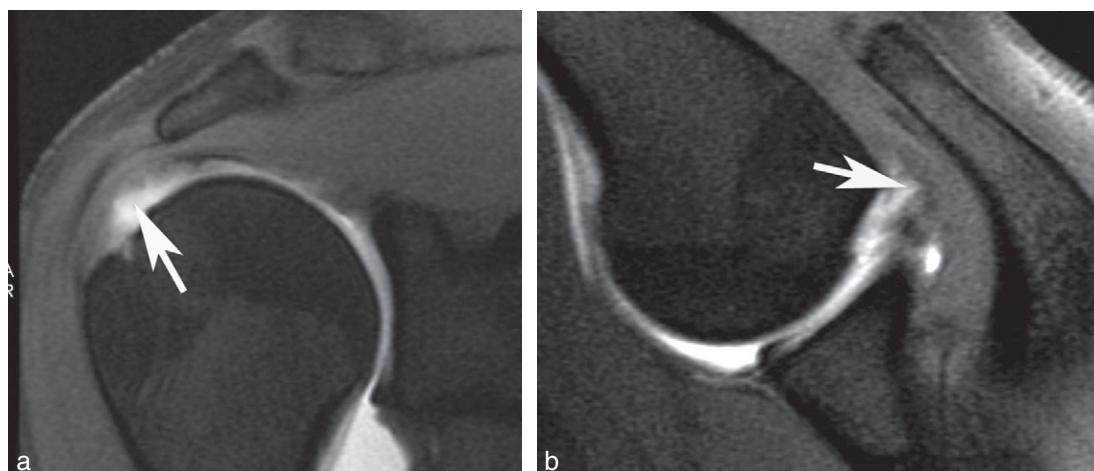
Rupture partielle de la face profonde du supraépineux chez une patiente de 22 ans handballeuse. a. Arthro-IRM directe au gadolinium en position anatomique montrant une importante rupture de la face profonde du supraépineux (flèche). b. En position ABER, on visualise la dissection tendineuse (flèche) et l'interposition des fibres profondes entre la glène et l'humérus.
